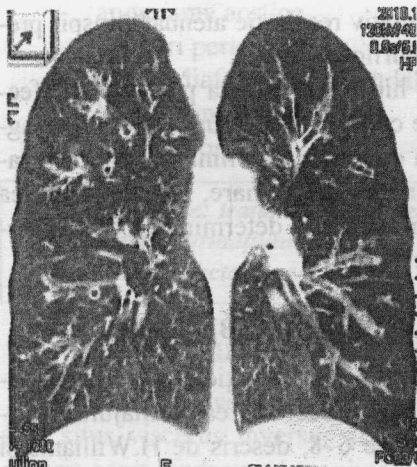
Tomografie computerizată. Bronșiectazii generalizate.
